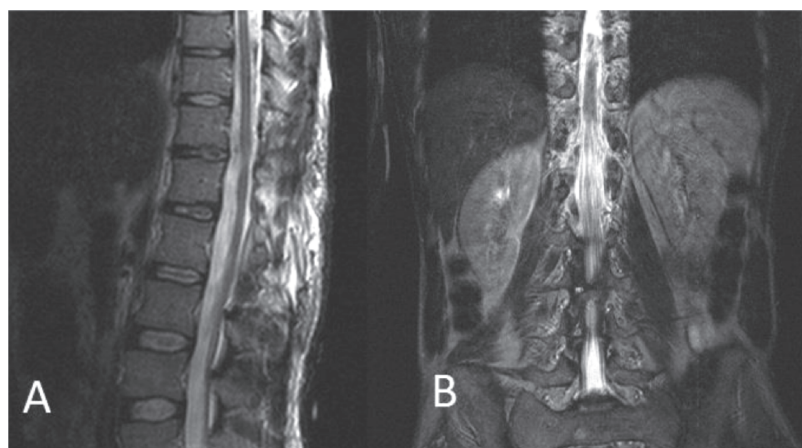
МРТ в T2 режиме в сагитальном срезе (А), в коронарном срезе (В) выполненное через 48 часов после операции: гигантская экстрадуральная арахноидальная киста на уровне Th10-L2 позвонков totally удалена, сообщение герметизировано, грубая компрессия конуса спинного мозга и конского хвоста устранена
